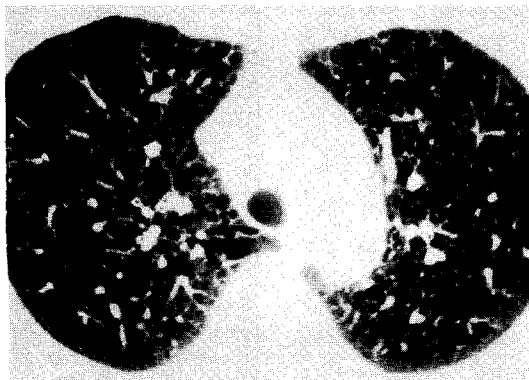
Chest HRCT shows evenly distributed multiple thin-walled cysts.
